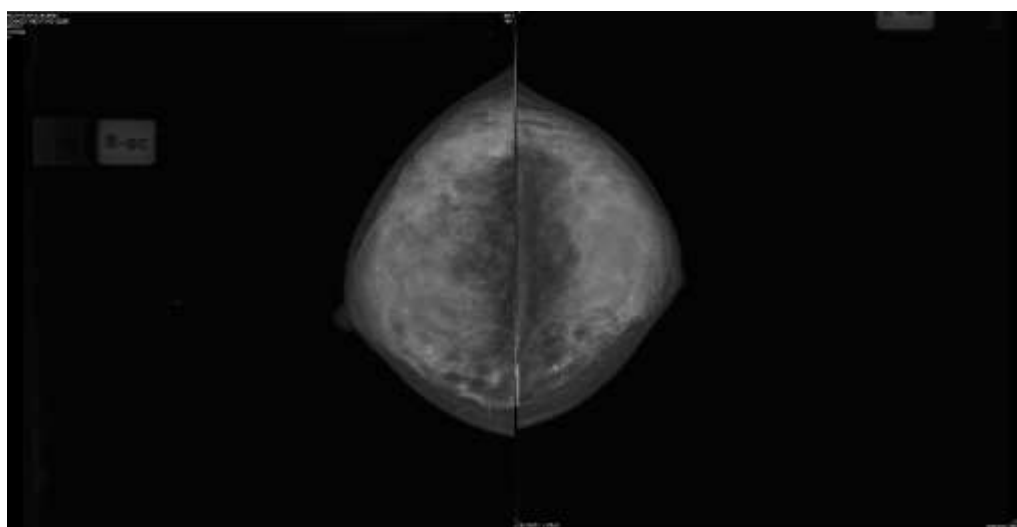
Высокая рентгенологическая плотность молочной железы – ACR 4.
